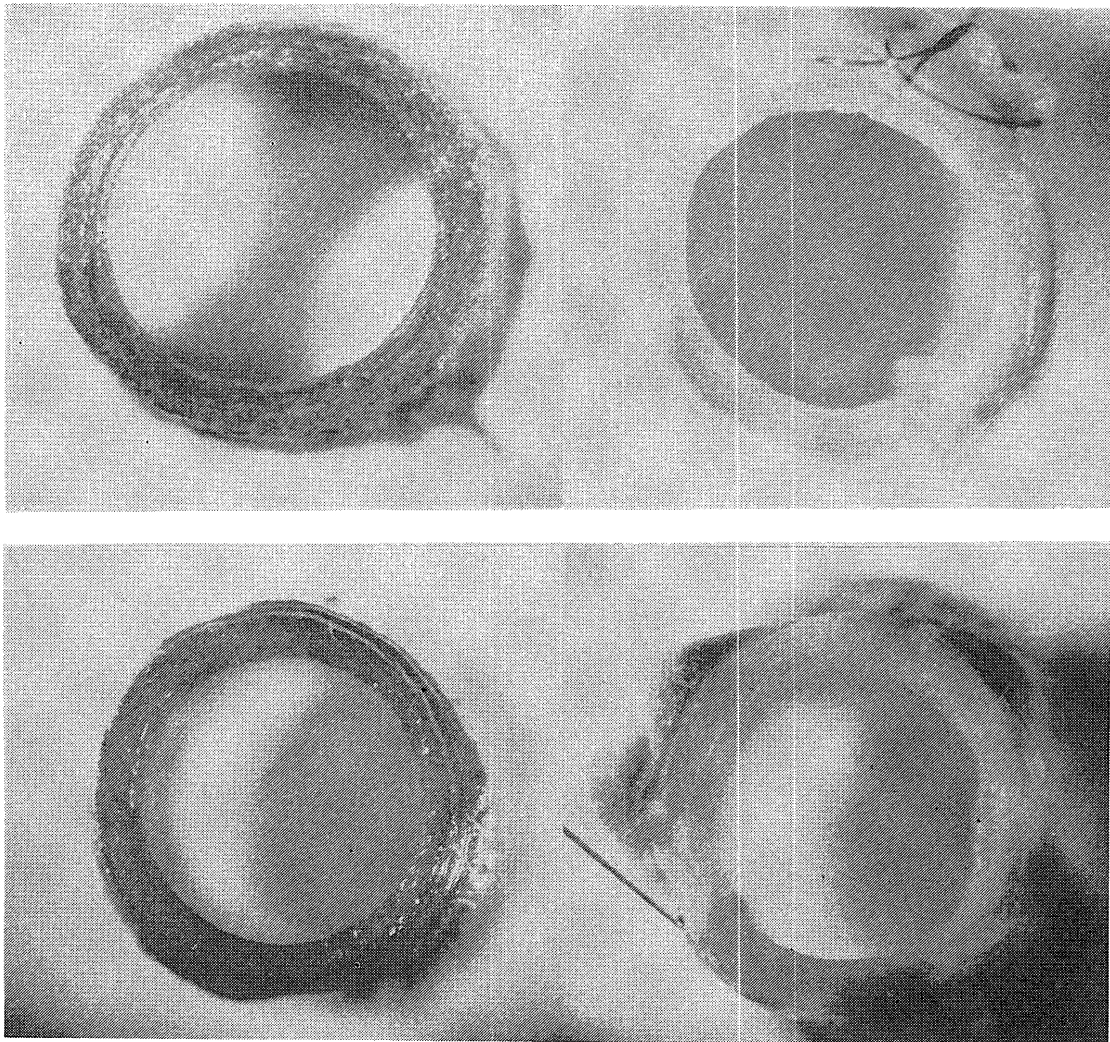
CTグラフト（上段）およびGAグラフト（下段）の断面の写真
